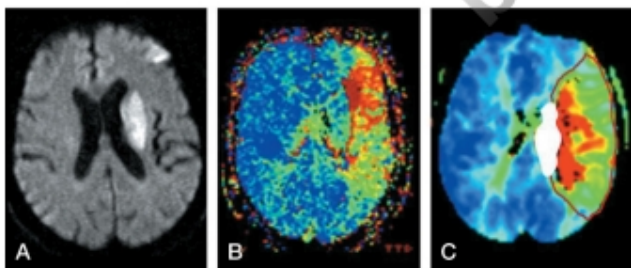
Imágenes de RM de difusión (A) y perfusión (B). En C se puede apreciar el desacoplamiento entre ambas imágenes.
